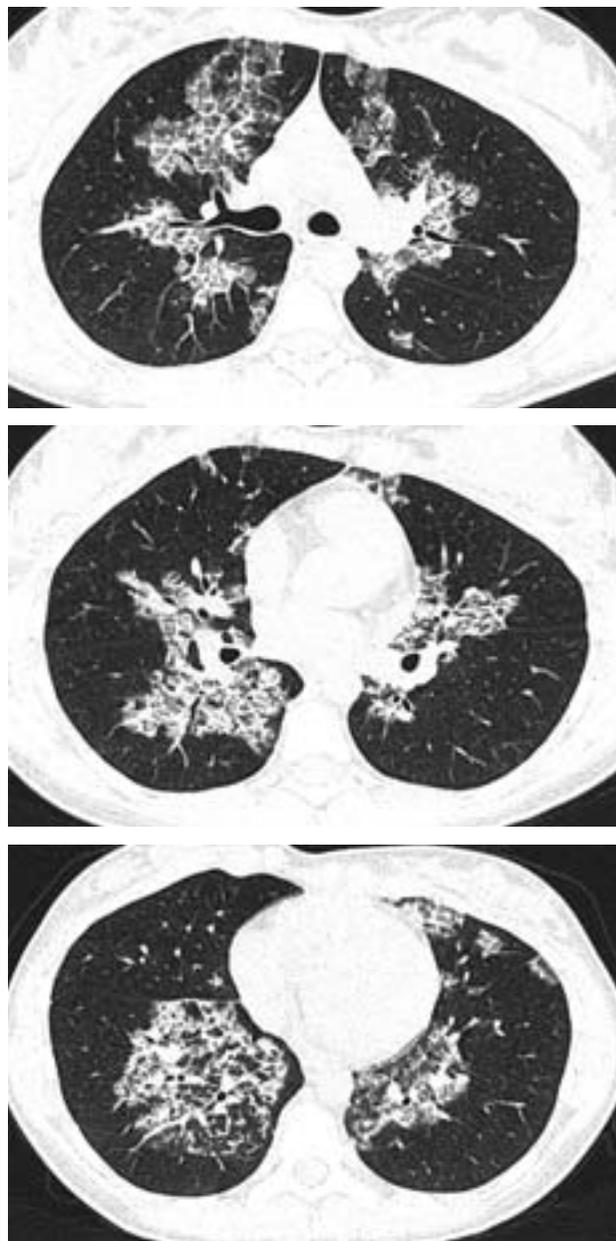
Фрагменты КТ органов грудной клетки пациентки от 15 марта 2011 г.
